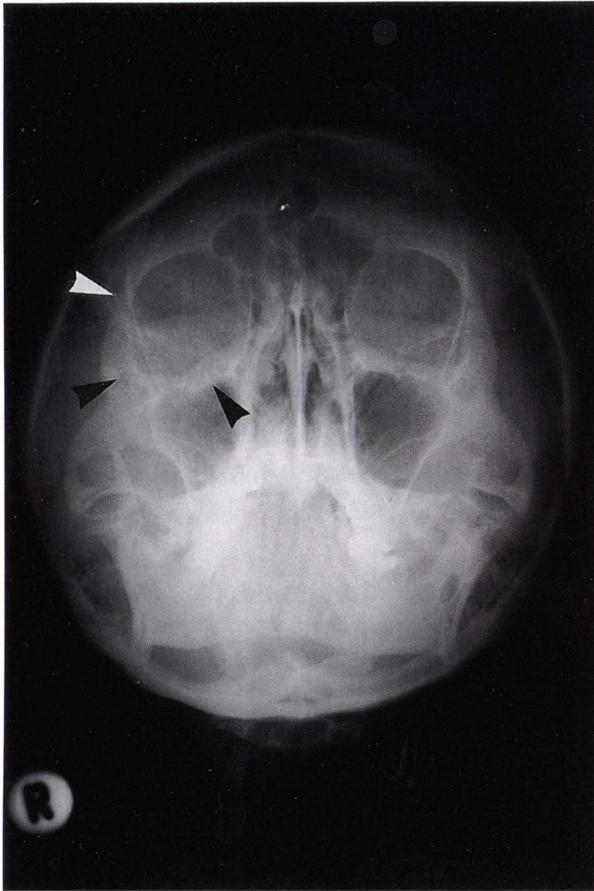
エレベーター内で作業中に頬骨骨折を受傷（単純X線像；Waters法）
